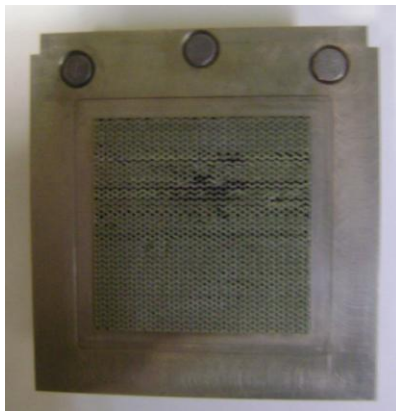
Detector del tomógrafo FSPECT.*
